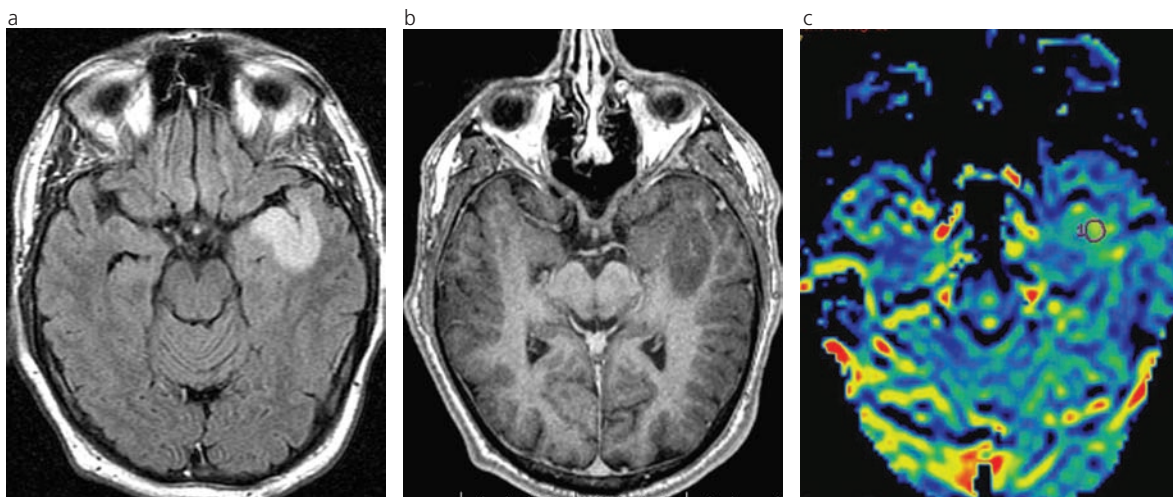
RM de un oligodendroglioma grado II con un rCBV superior a 1.75 y delección en 1p/19q. (a) Lesión hiperintensa en secuencia FLAIR ubicada en el lóbulo temporal izquierdo. (b) Secuencia volumétrica con reconstrucción axial ponderada en T1 SPGR, en la que se observa el tumor, que no realza tras la administración del contraste endovenoso. (c) La secuencia de perfusión muestra un área con mayor intensidad de señal en relación al área homóloga en el hemisferio contralateral, lo que significa un mayor rCBV (círculo).
